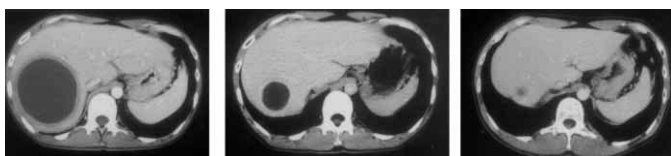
赤痢アメーバ性肝膿瘍の治療後CT像の変化
